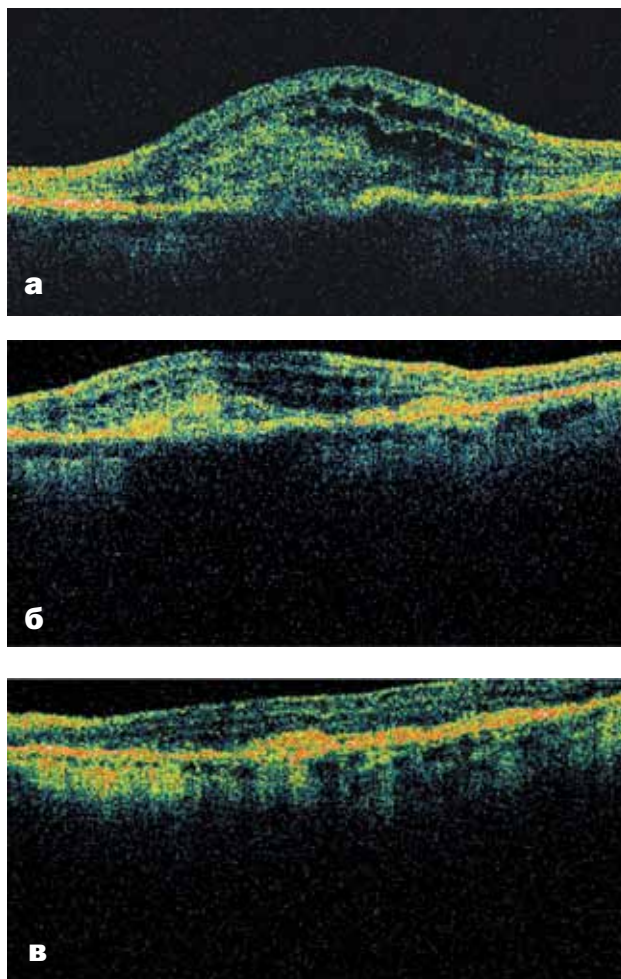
Оптическая когерентная томография пациентки И. из группы II (4 курса терапии):
